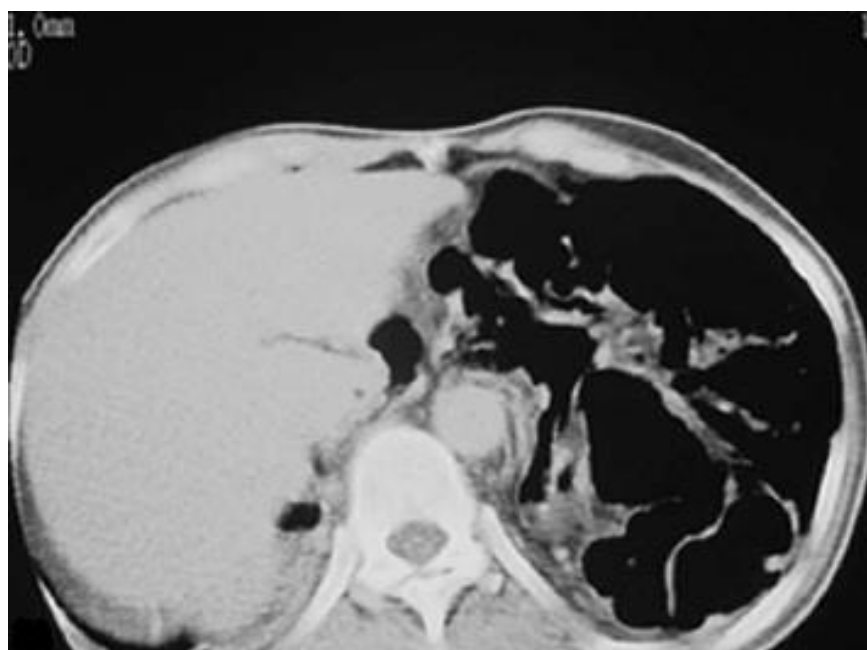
Visualização de uma obstrução intestinal devido a uma hérnia diafragmática detectado pela tomografia computadorizada¹⁴.
